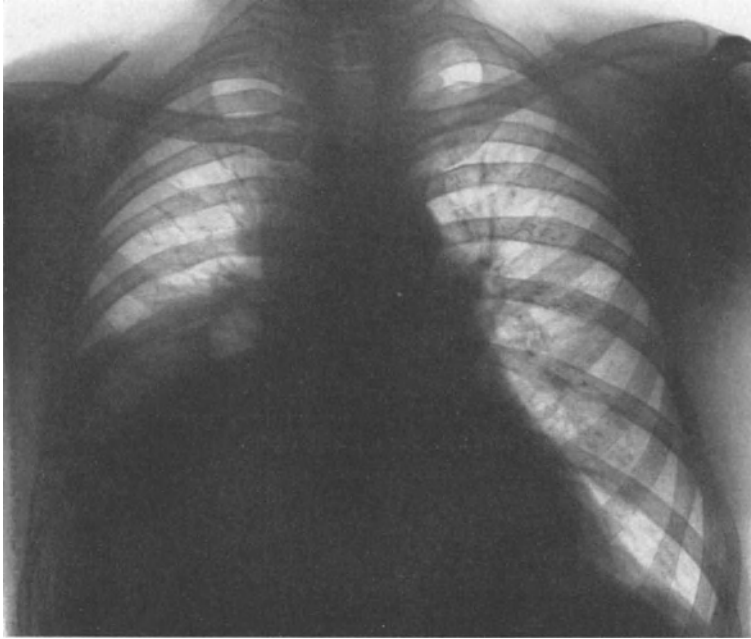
Röntgenbild des Thorax bei einer mediastinalen Lymphogranulomatose mit rechtsseitigem Pleuraerguß (Beobachtung der Medizinischen Klinik Jena).
